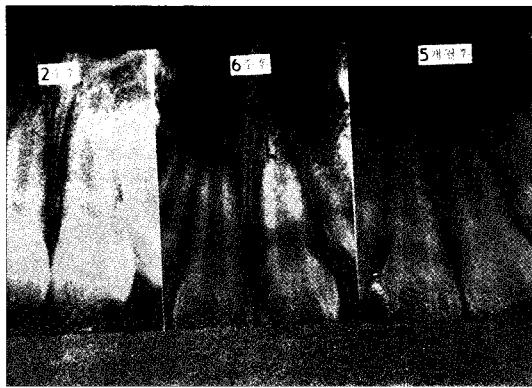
2주, 6주, 5개월후 상악전치부 치근단 방사선 사진
